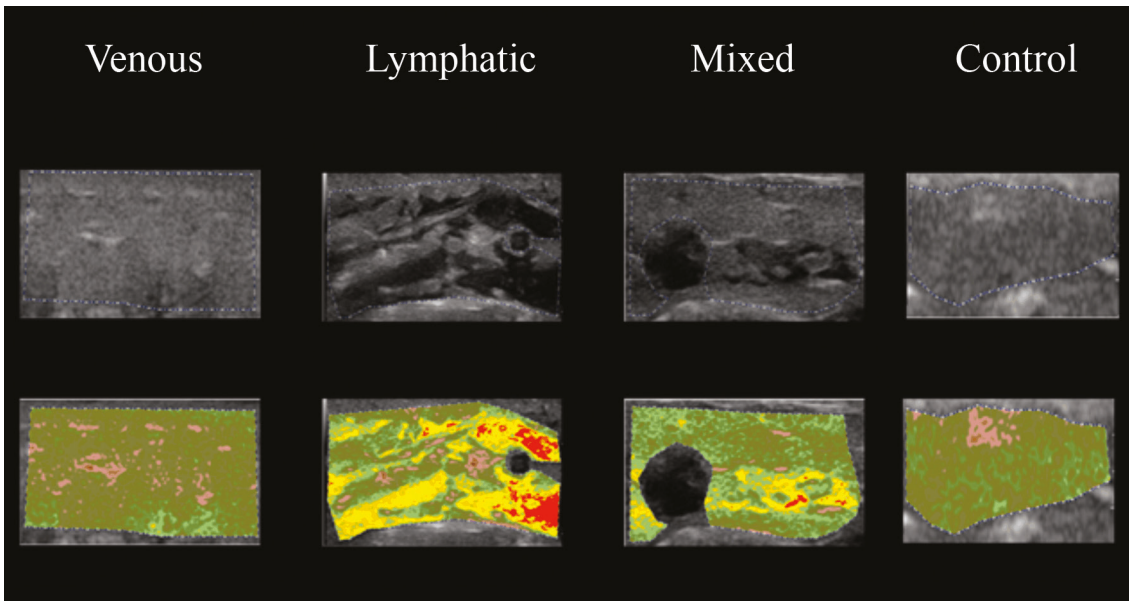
Use of CATUS software in groups, using image coloring tool after analysis of echogenicity in the MDL region. CATUS = tissue characterization by ultrasonographic images.
